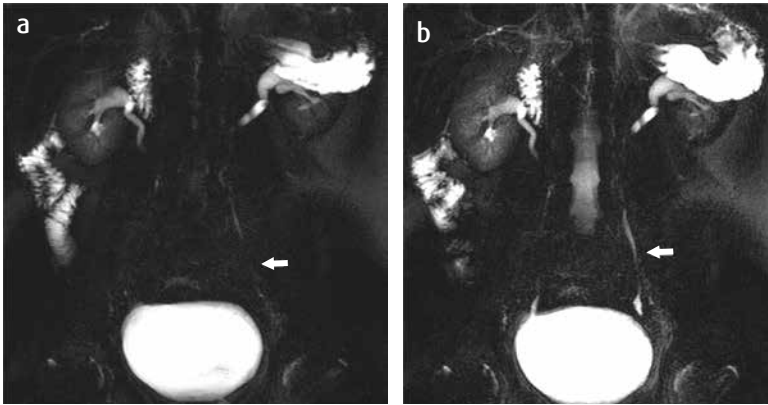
a) Peristaltismo normal. Reconstrucciones 3D de una urografía por RM 3T; b) del mismo paciente 5 minutos después. Hay aparente ausencia de llenamiento en el tercio medio y distal del uréter izquierdo (flecha en a), secundario al peristaltismo ureteral normal, como se comprueba en la imagen de control con adecuado llenamiento de esta porción del uréter (flecha en b).
